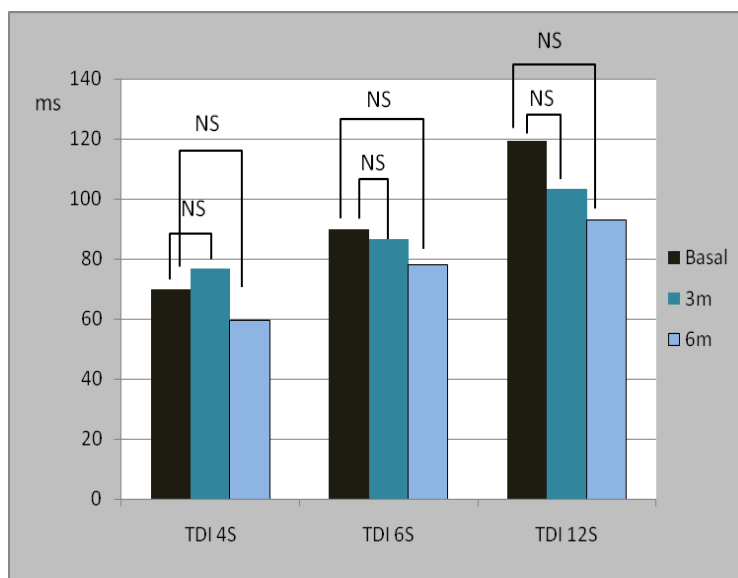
Avaliação da dissincronia cardíaca pelo Doppler tecidual nos momentos basal, três meses e seis meses após TRC. Não houve diferença nos valores da dissincronia cardíaca entre os momentos avaliados (NS = diferença não significativa).
